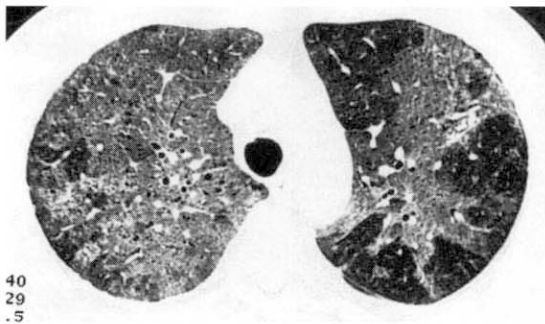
A chest HRCT on the first admission shows multiple patchy consolidation and ground-glass opacities on both lung fields.
